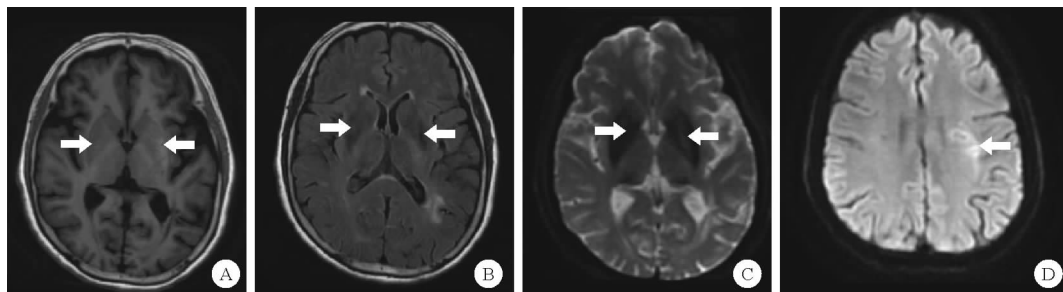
2024 年 1 月 6 日患者颅脑 MRI 检查结果(A:双侧基底节区 T1 高信号;B:双侧基底节区 FLAIR 低信号;C:双侧基底节区 DWI 混杂信号;D:左侧放射冠区 DWI 稍高信号;如箭头所示)
